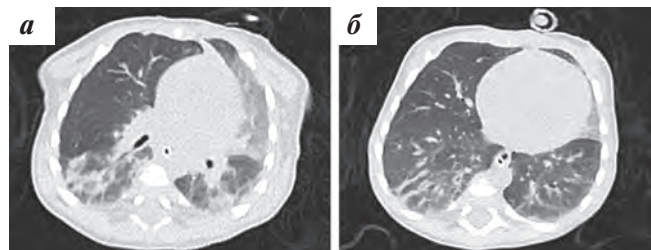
КТ органов грудной клетки на первом месяце жизни: а — гиповентиляция верхних долей, больше слева; б — участки перибронхиальной консолидации на уровне сегментов нижних долей
